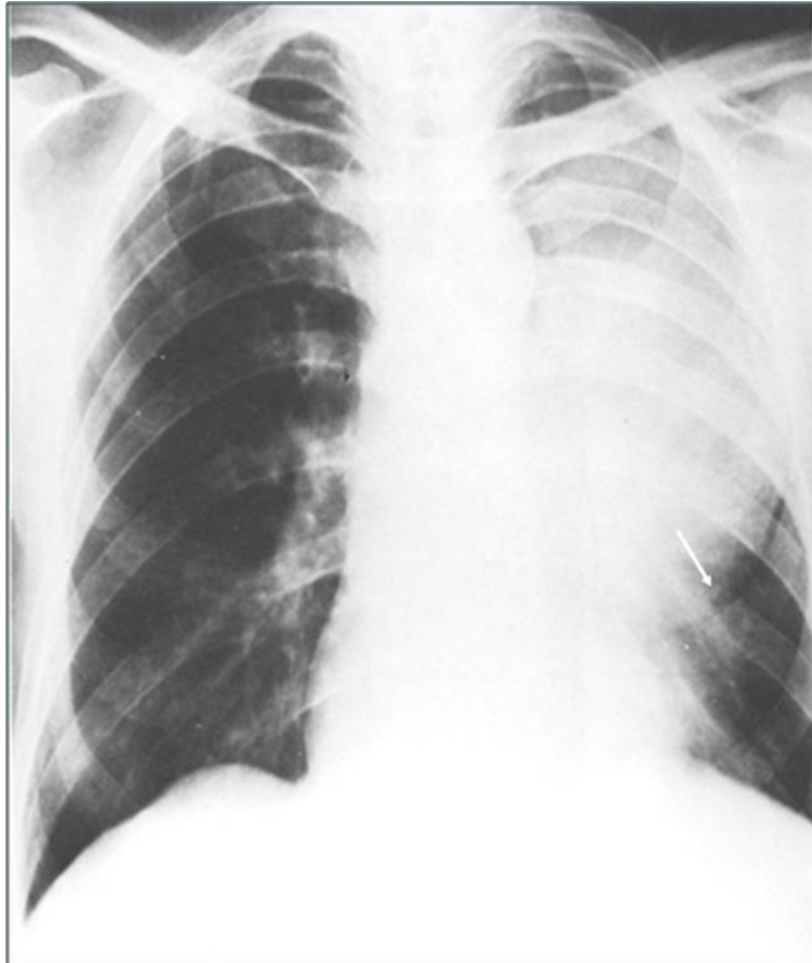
108. Radiografía frontal de tórax, paciente con colapso parcial de lóbulo pulmonar superior izquierdo, hay una sombra radiolúcida paramediastinal (flecha) debida a la interposición del ápex del lóbulo inferior entre el mediastino y el lóbulo superior colapsado, el borde cardíaco izquierdo y el hilio están oscurecidos.
